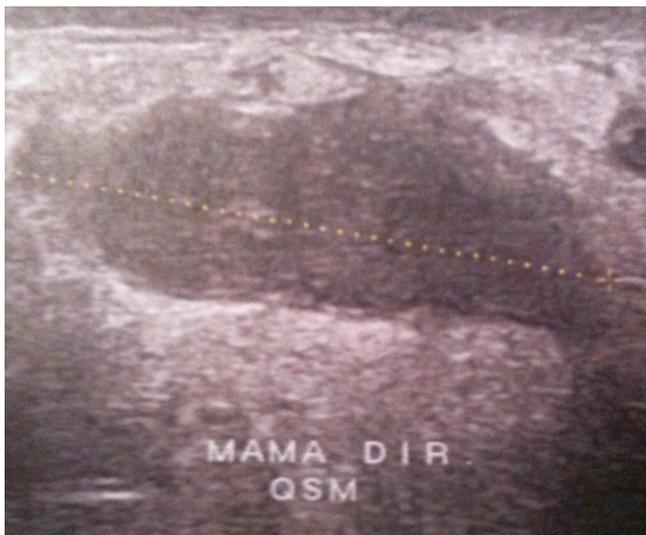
Ultrassonografia, presença de coleções em região periareolar de mama direita
